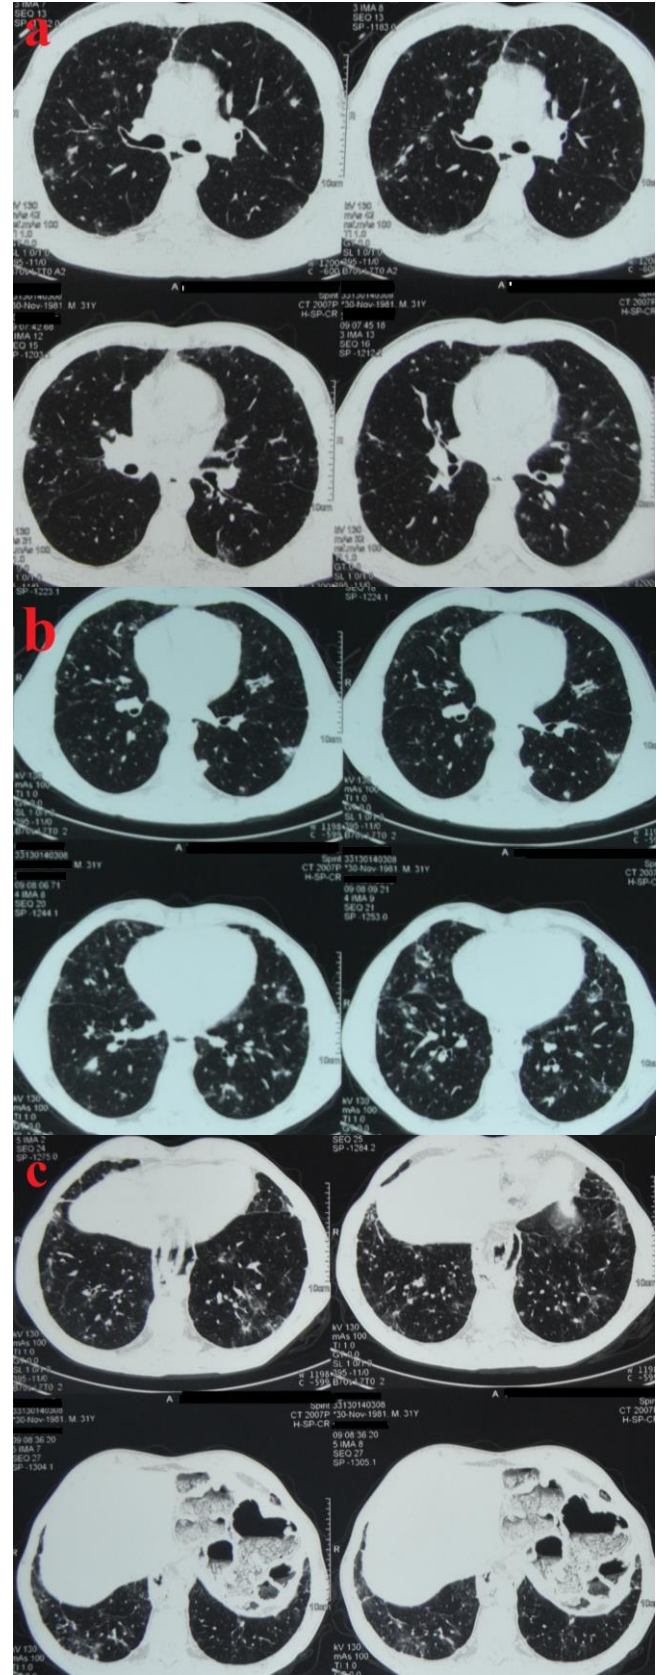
Başvurudan 1 yıl önce çekilmiş Toraks BT.
